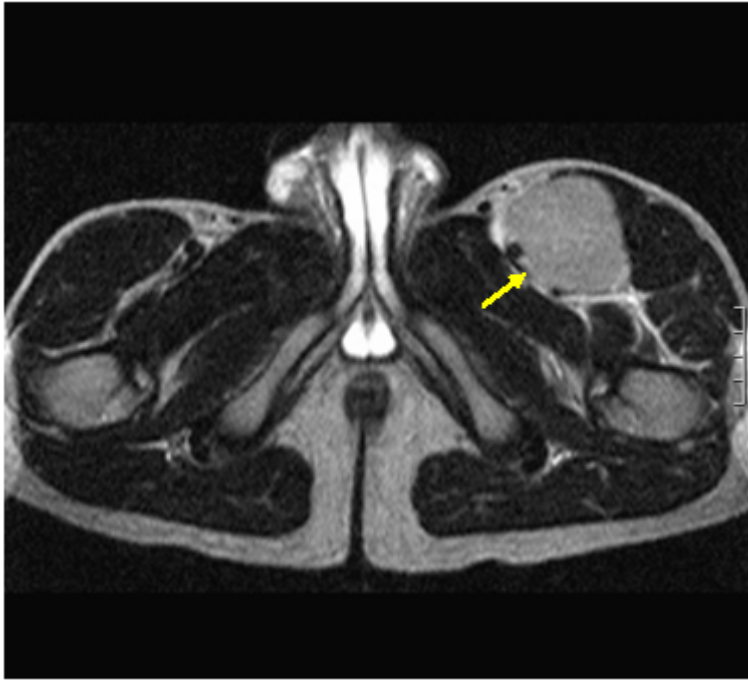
Imágenes de Resonancia Magnética (MRI) de un joven de 17 años de edad con un sarcoma sinovial del muslo proximal: la RM es obligatoria para la adecuada evaluación de la extensión local del tumor. RM parece ser superior a la TC en la definición de la extensión del tejido blando.
